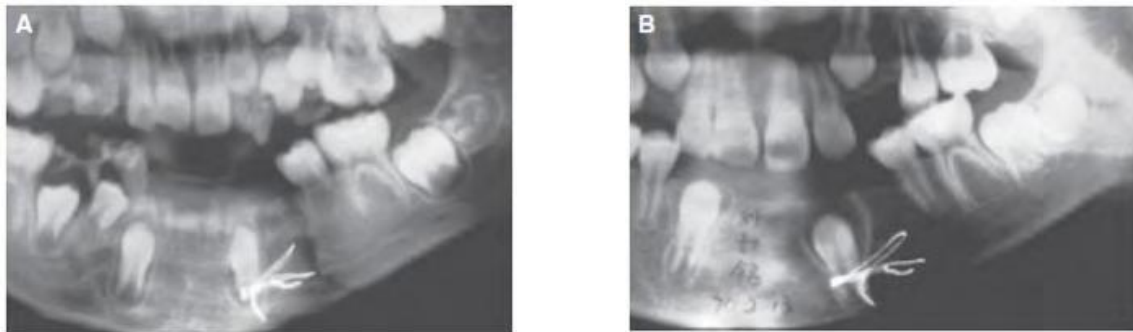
Visualisation du chemin d'éruption sur une radiographie panoramique
